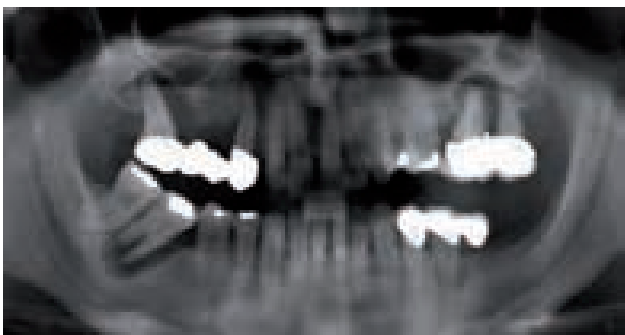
Radiografía inicial del caso. Podemos ver como los molares del cuarto cuadrante sufren, además, una gran periodontitis que hace necesaria su extracción, así como los dos puentes sobre dientes superiores.
